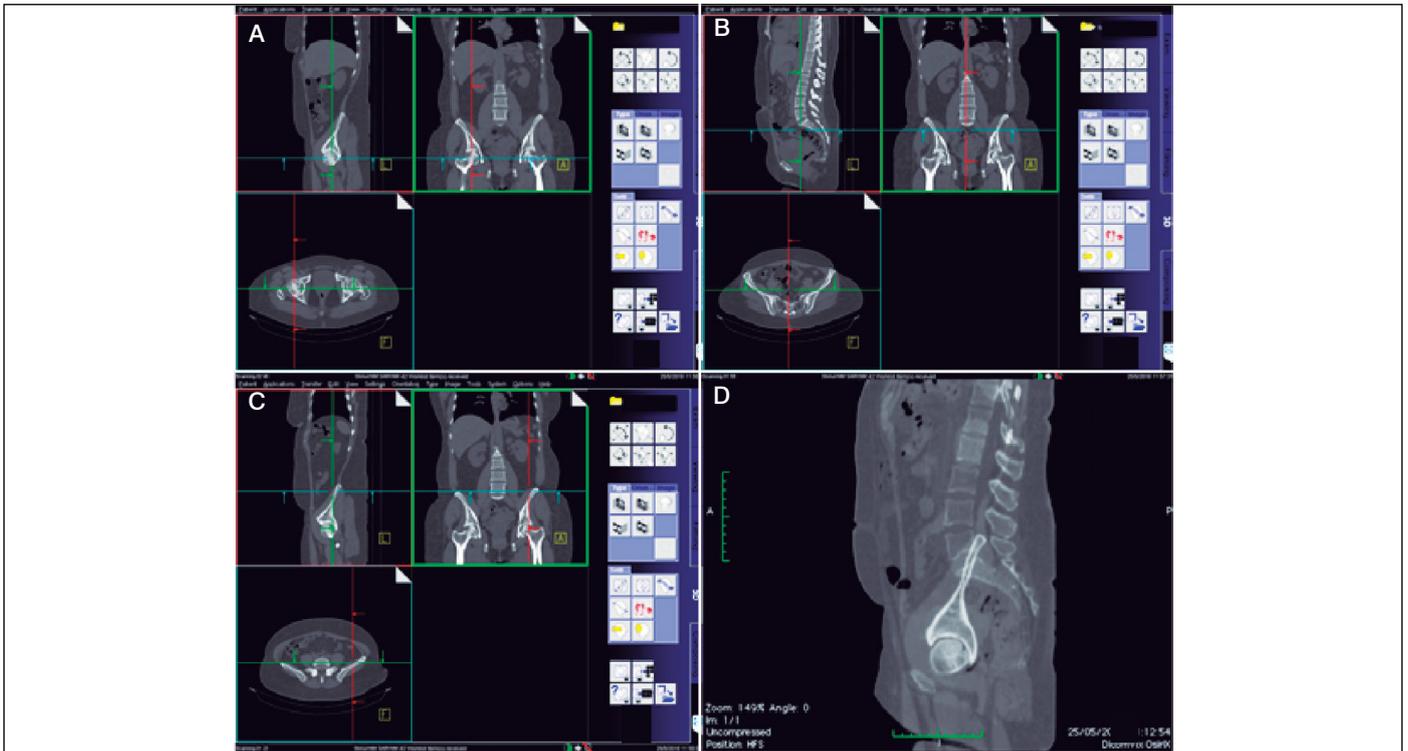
Escolha das imagens no plano sagital a partir da reconstrução multiplanar. A – imagem sagital centrada na cabeça femoral D, B – imagem sagital centrado no platô superior de S1, C – imagem sagital centrado na cabeça femoral E. D – sobreposição das três criando uma nova imagem análoga à radiografia em perfil da pelve.
